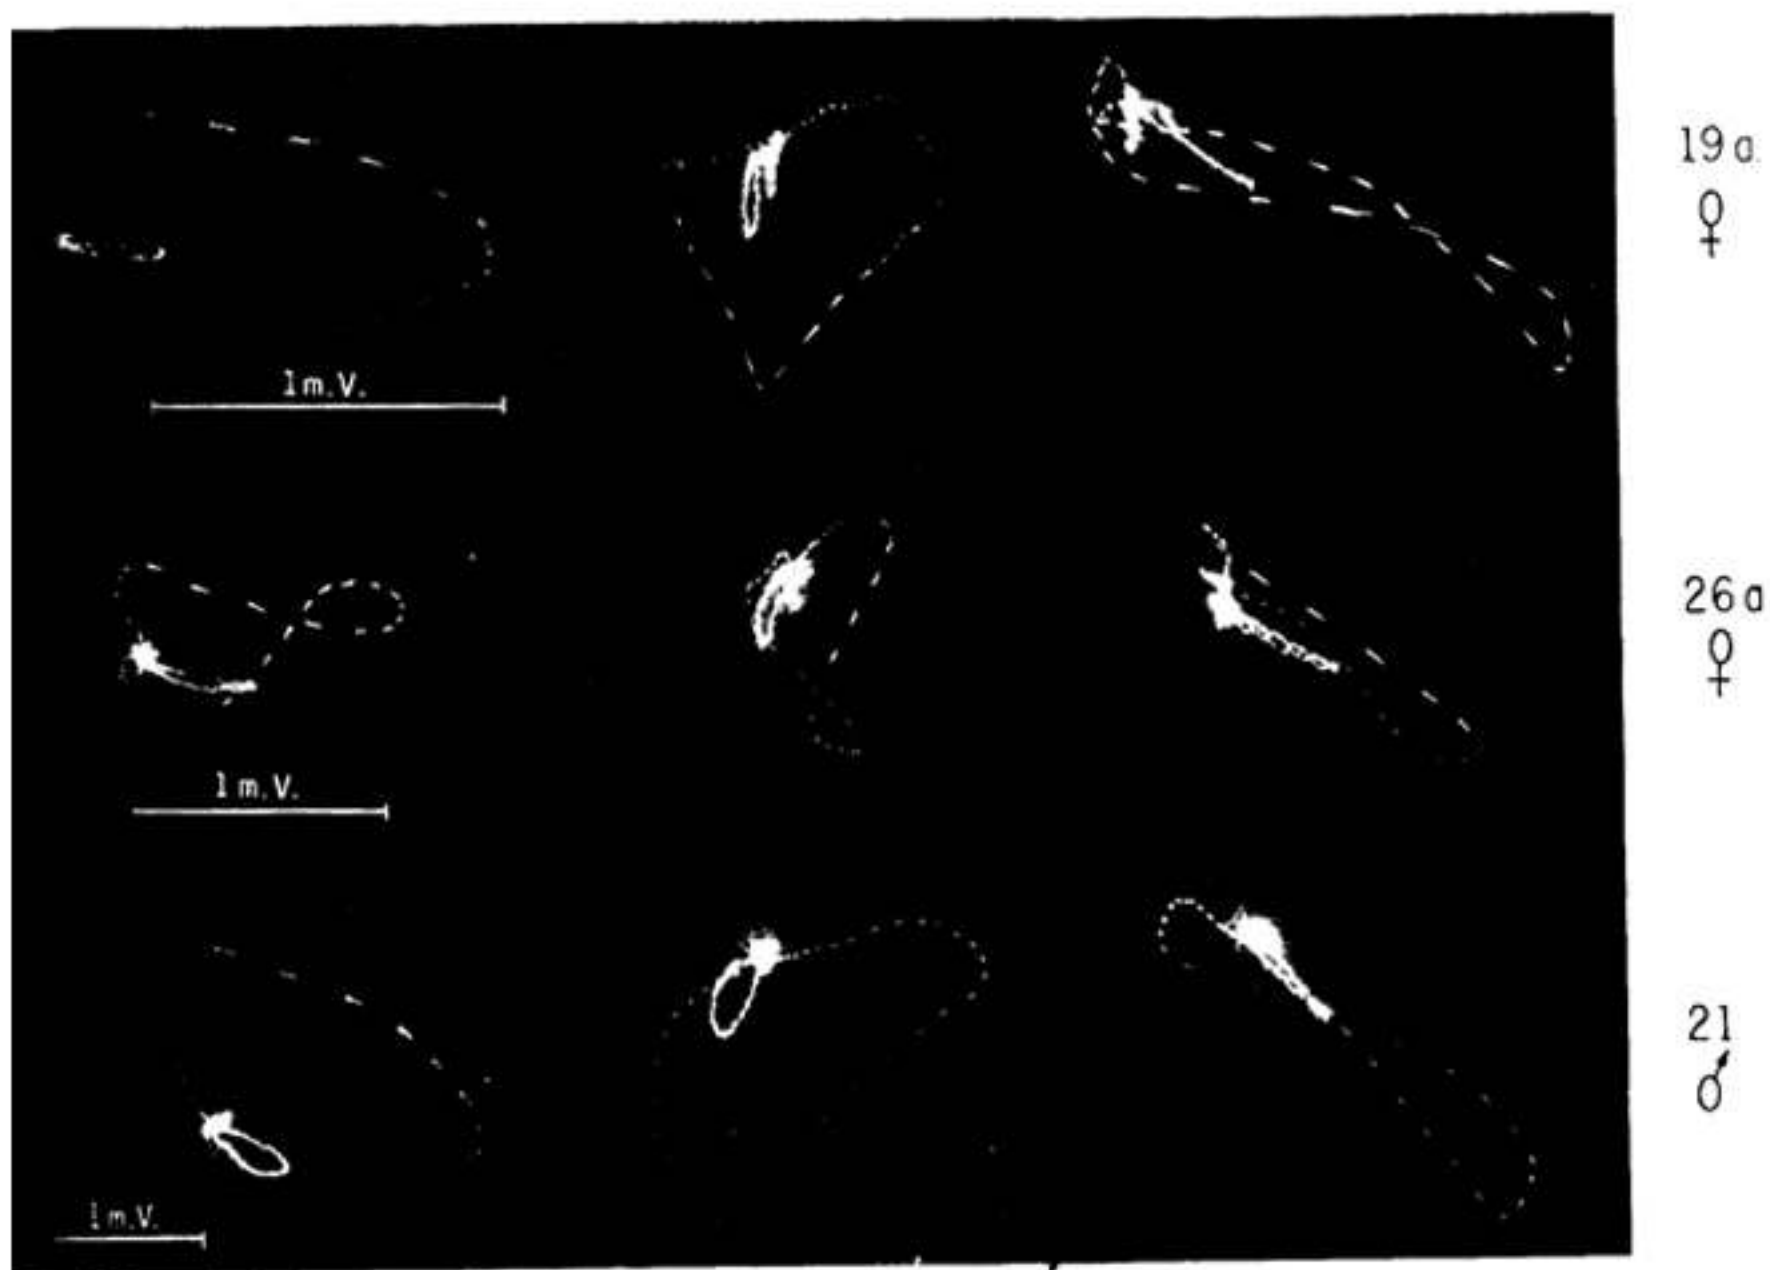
VECTOCARDIOGRAMAS EN TRES SUJETOS NORMALES, A, B, Y C. EN A Y C SE OBSERVA QUE EL TRAZADO EN LOS PLANOS HORIZONTAL Y SAGITAL SE INSCRIBE CON GIRO ANTIHORARIO MIENTRAS QUE EN B SE OBSERVA EN ESTOS DOS PLANOS UNA PEQUEÑA ASA HORARIA. EN EL PLANO FRONTAL SE OBSERVA ROTACION EN OCHO Y ANTIHORARIA DE LOS TRAZADOS. OBSERVESE LA LENTITUD RELATIVA CON QUE SE INSCRIBEN LOS TRAZADOS EN SU PORCION INICIAL Y FINAL CON RESPECTO A LA PORCION INTERMEDIA DEL MISMO.
